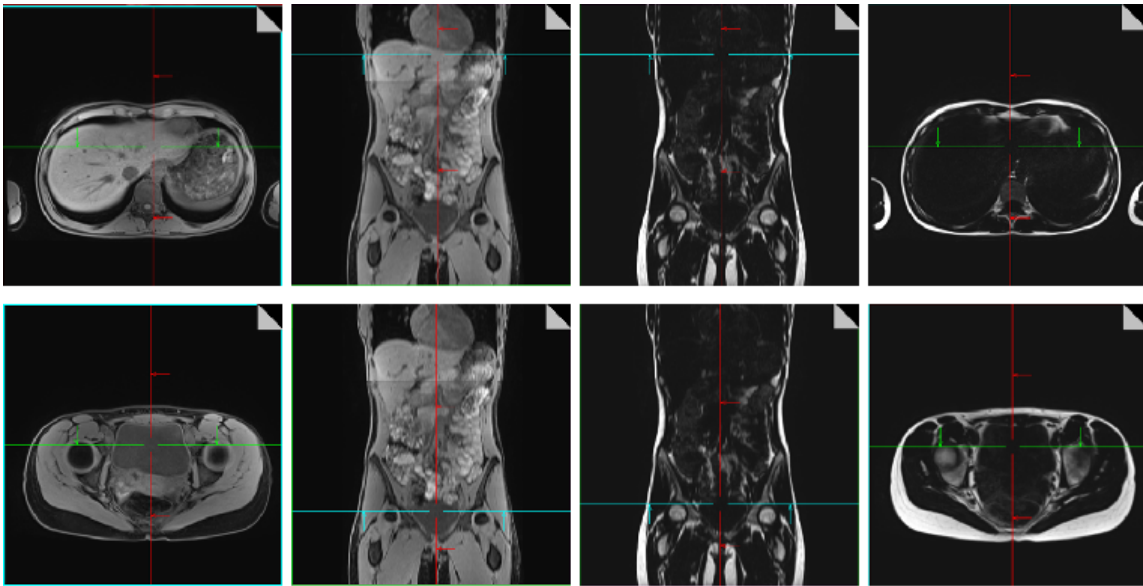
Multiplanare Rekonstruktion eines Wasser- (a) und Fett- (b) Bilddatensatzes zusammen mit der ersten und letzten tomographischen Schnittbildebene zur Auswertung des viszeralen Fetts in einer Probandin.
